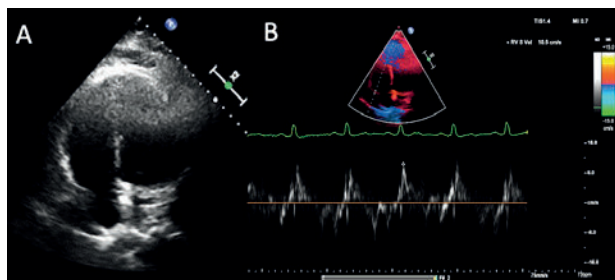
A – ETT, secțiune apical 4 camere: dilatare de cavitați drepte; B – disfuncție longitudinală de ventricul drept
